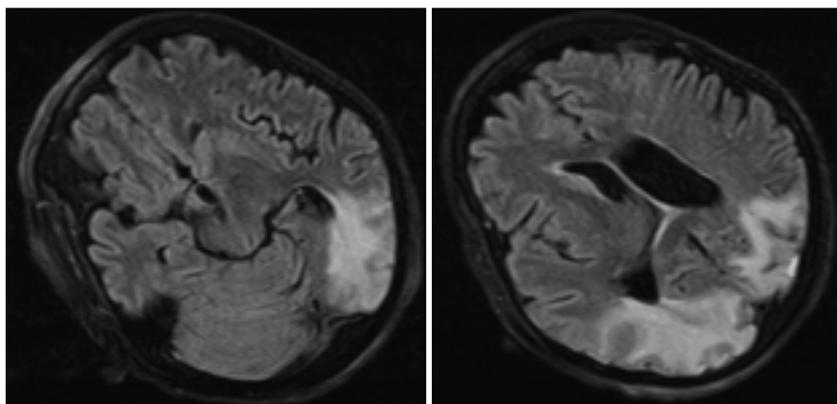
Результаты МРТ головного мозга больной А., 54 года. Декабрь 2012 г. Пояснения даны в тексте
